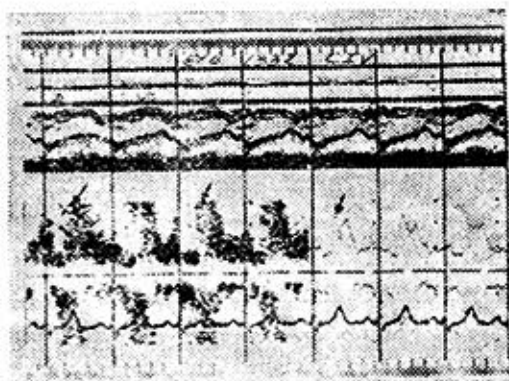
Registro espectral y analógico del Doppler en un paciente con comunicación Interventricular. En la parte superior la señal de volumen del Doppler situada a la derecha del septum interventricular en registro de modo M. En el centro obsérvese la turbulencia sistólica positiva amplia que provoca el flujo turbulento de la comunicación interventricular hacia la señal de volumen.
